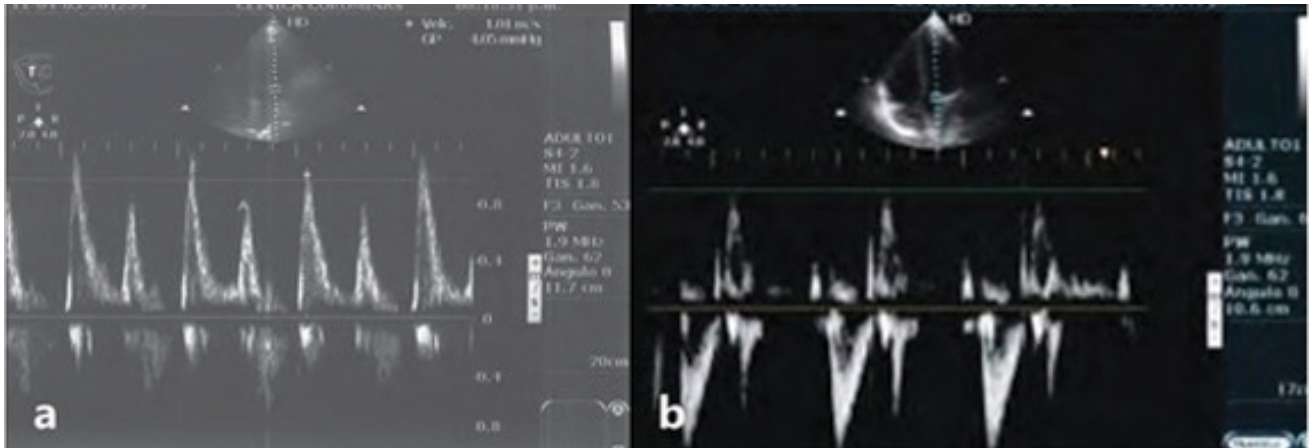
a) Doppler pulsado mitral. Apical 4 cámaras. La señal de flujo a nivel de cúspides abiertas. El pico E representa la fase de llenado rápido y el pico A, la fase de llenado atrial presistólica; b) flujograma aórtico normal. Doppler pulsado. Apical 4 cámaras con Ao. Obsérvese la señal de flujo en la cara ventricular de la válvula Ao. La flecha señala el chasquido de cierre.
